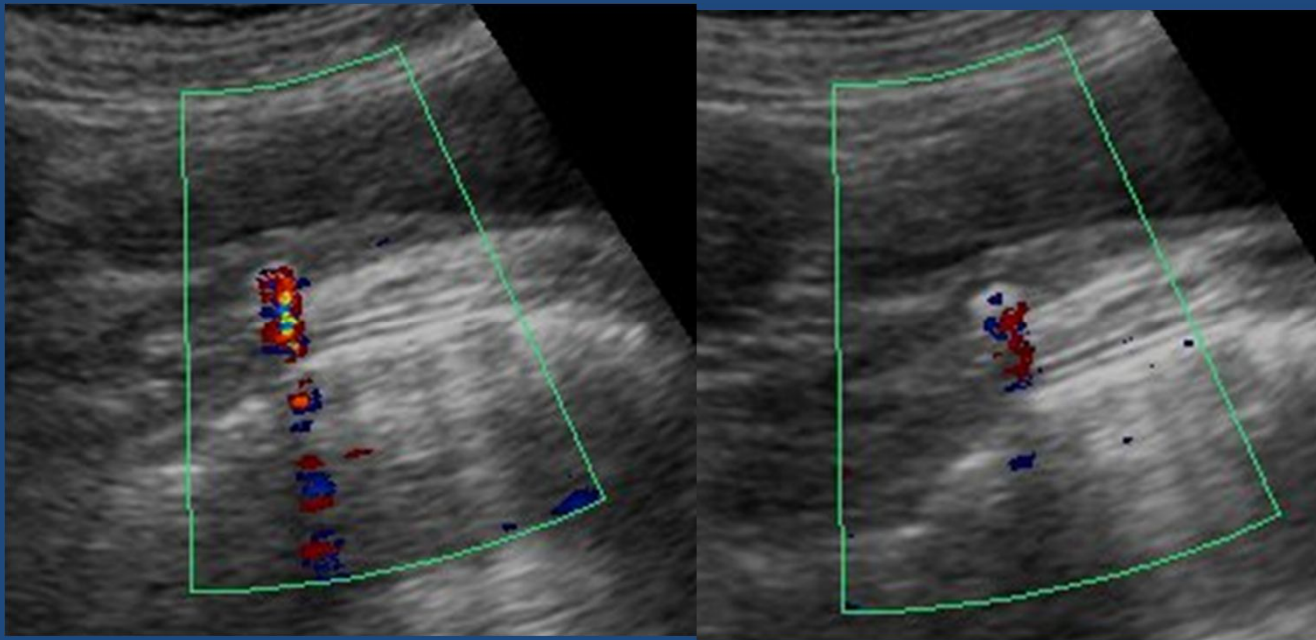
Se observa imagen ecogénica en Colédoco con escasa sombra acústica posterior, cuya naturaleza se hace evidente al Doppler color.
